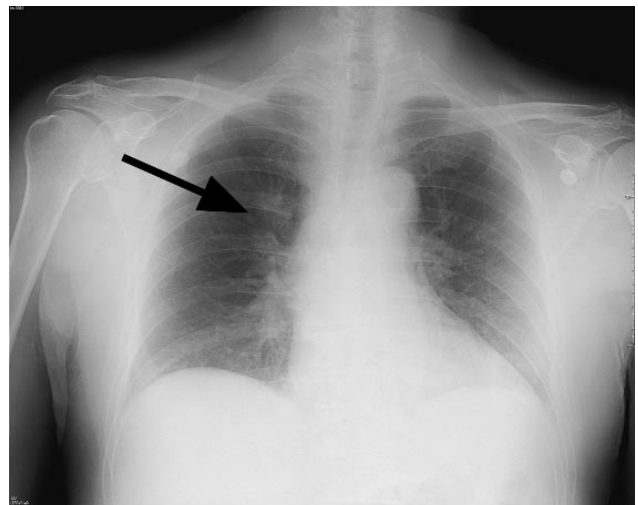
Röntgenfoto van de thorax.
